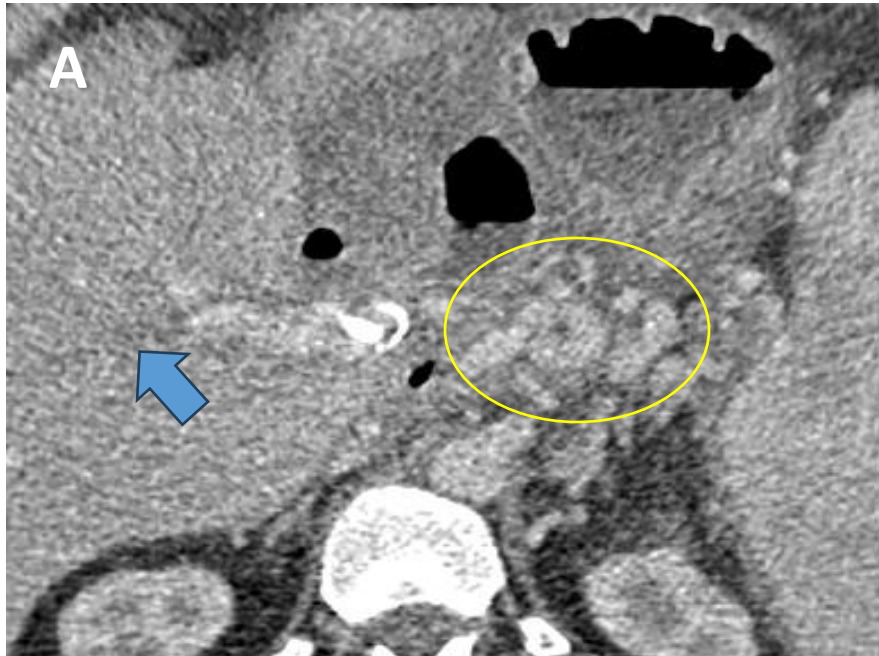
Las imágenes A y B muestran TC de pacientes con trombosis de ambas ramas portales principales (A, flecha azul), mostrando cavernomatosis portal secundaria (círculo amarillo), y trombosis de rama portal derecha (B, flecha azul) como complicación de la PS.
